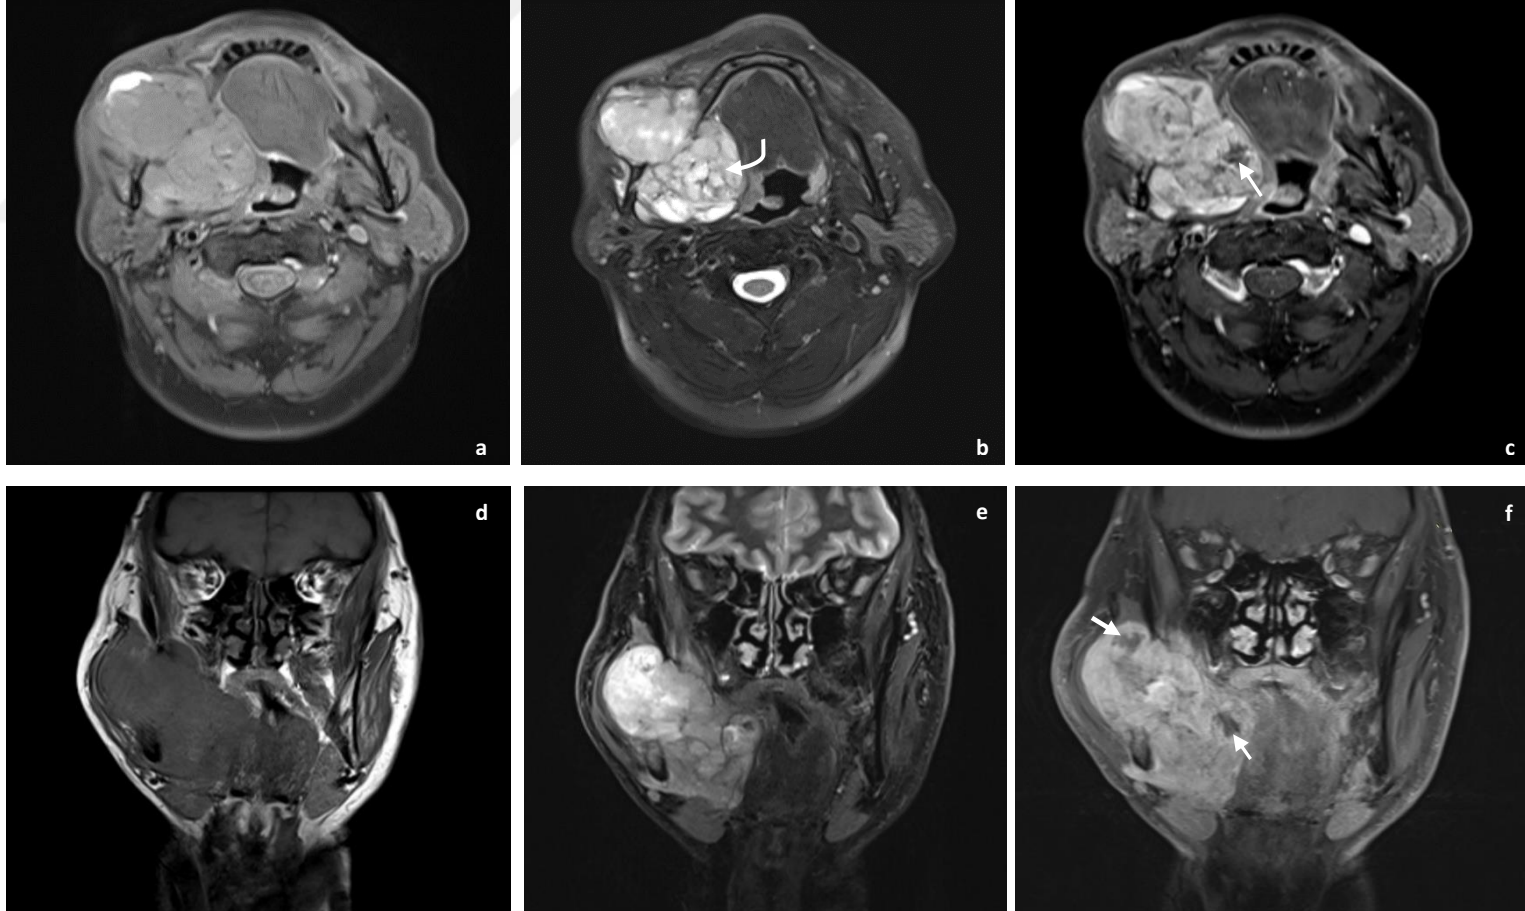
36 yaşındaki kadın hastanın sol parotis bezinde kitle ön tanısıyla alınan MRG tetkikinde; sol parotis bezi içerisinde düzgün sınırlı, T1 ağırlıklı görüntülerde (a, d) hipointens (kısa ok), yağ baskılı T2 Ağırlıklı görüntülerde (b, e) heterojen hiperintens (uzun ok), post-kontrast yağ baskılı T1 ağırlıklı görüntülerde (c, f) minimal heterojen kontrast tutan ve kontrastlanmayan internal kistik/nekrotik alanlar (ok başı) ihtiva eden, histopatolojik olarak pleomorfik adenom rapor edilen lezyon izlenmektedir.
